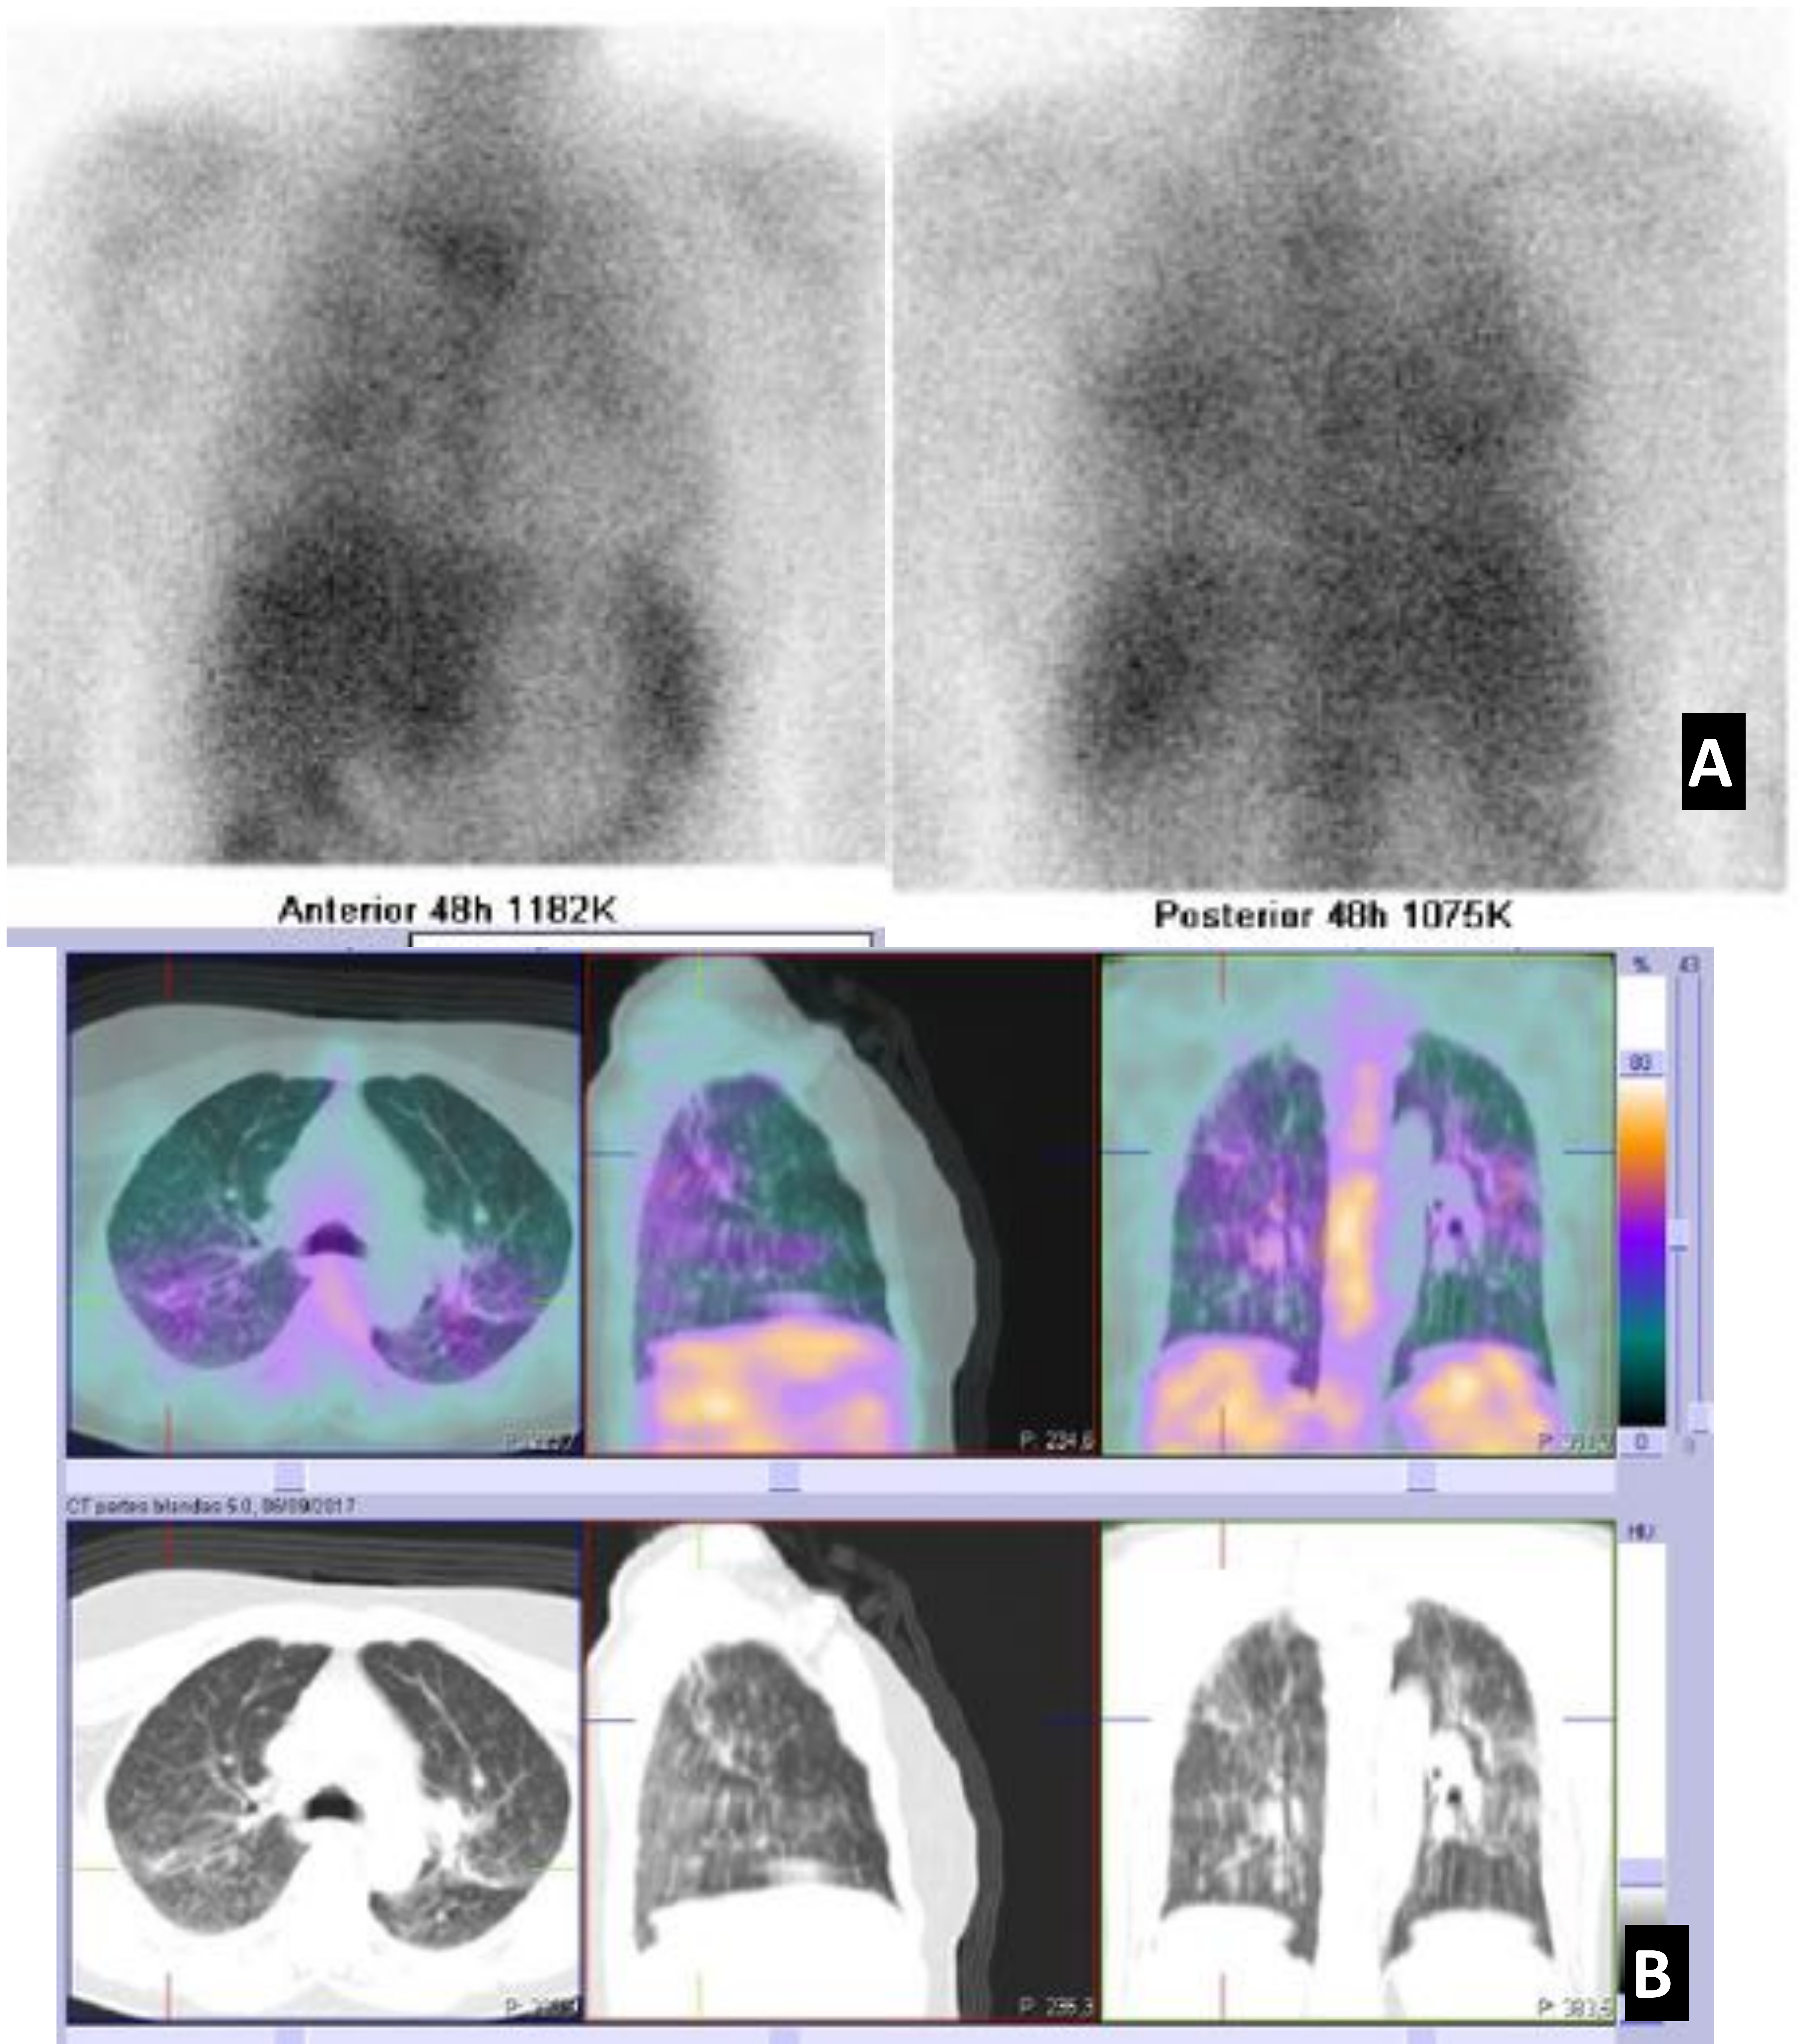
(A) Gammagrafía con citrato de ^{67}Ga en paciente con sarcoidosis donde vemos incremento de captación del trazador en parénquima pulmonar de predominio en campos pulmonares medios y con menor intensidad en campo superior, este aumento de captación es más visible en imágenes en proyección posterior. (B) En el estudio SPECT - CT, se confirman estos hallazgos lo que sugiere actividad de la afectación pulmonar en campos medios y superiores (posterior) y coincide con imagen retículo nodular en TC. CONCLUSION: Actividad pulmonar en campos medios y superiores (posterior).
